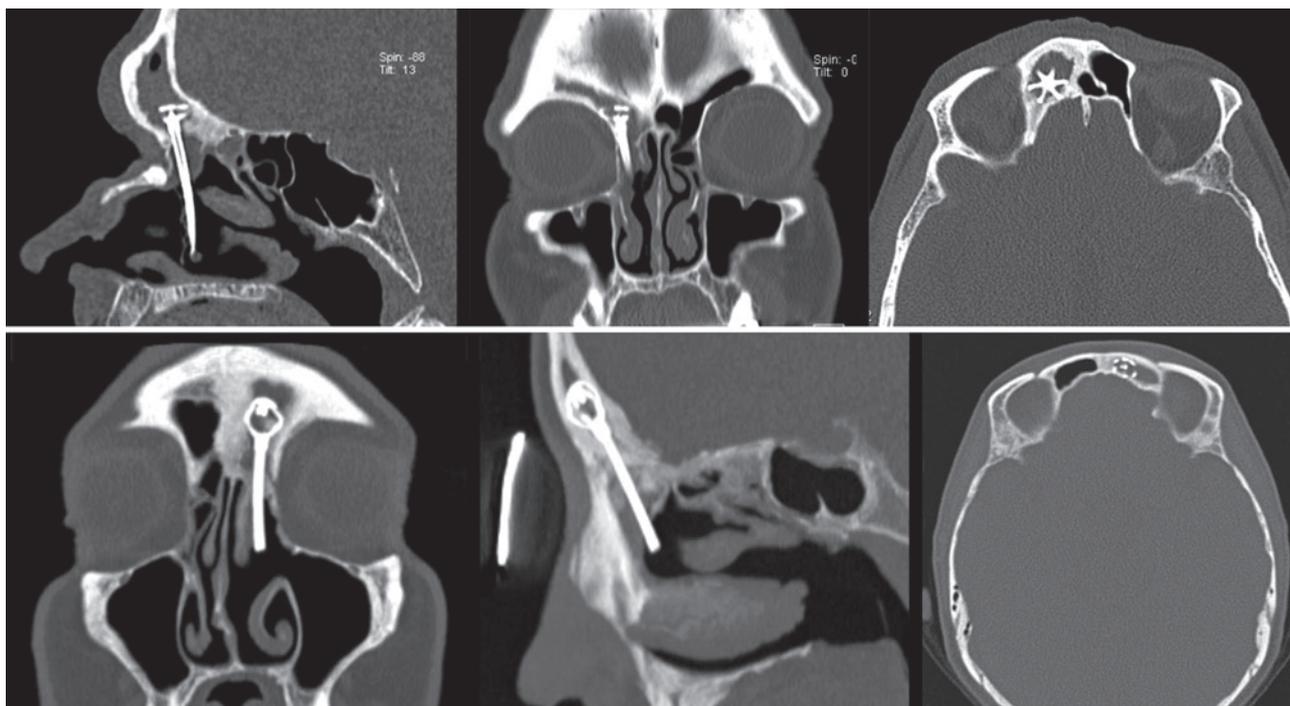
Visualización mediante TC de stent subdural en el seno frontal.
